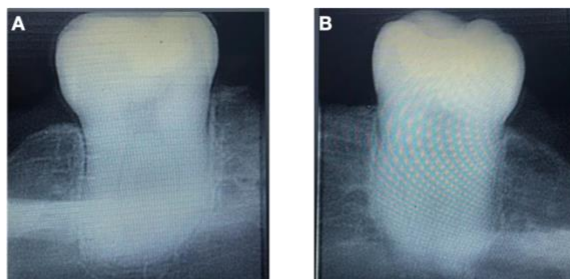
Radiografías post operatorias. A, Radiografía inmediata posterior a la rehabilitación OD#36. B, Radiografía inmediata posterior a la rehabilitación OD#46
